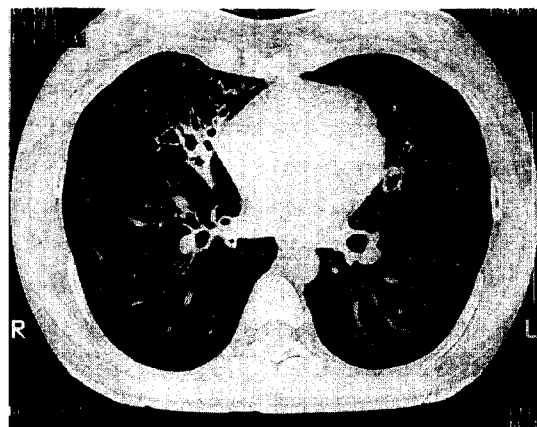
Chest CT scan shows bronchiectatic change at RML and left lingula.
